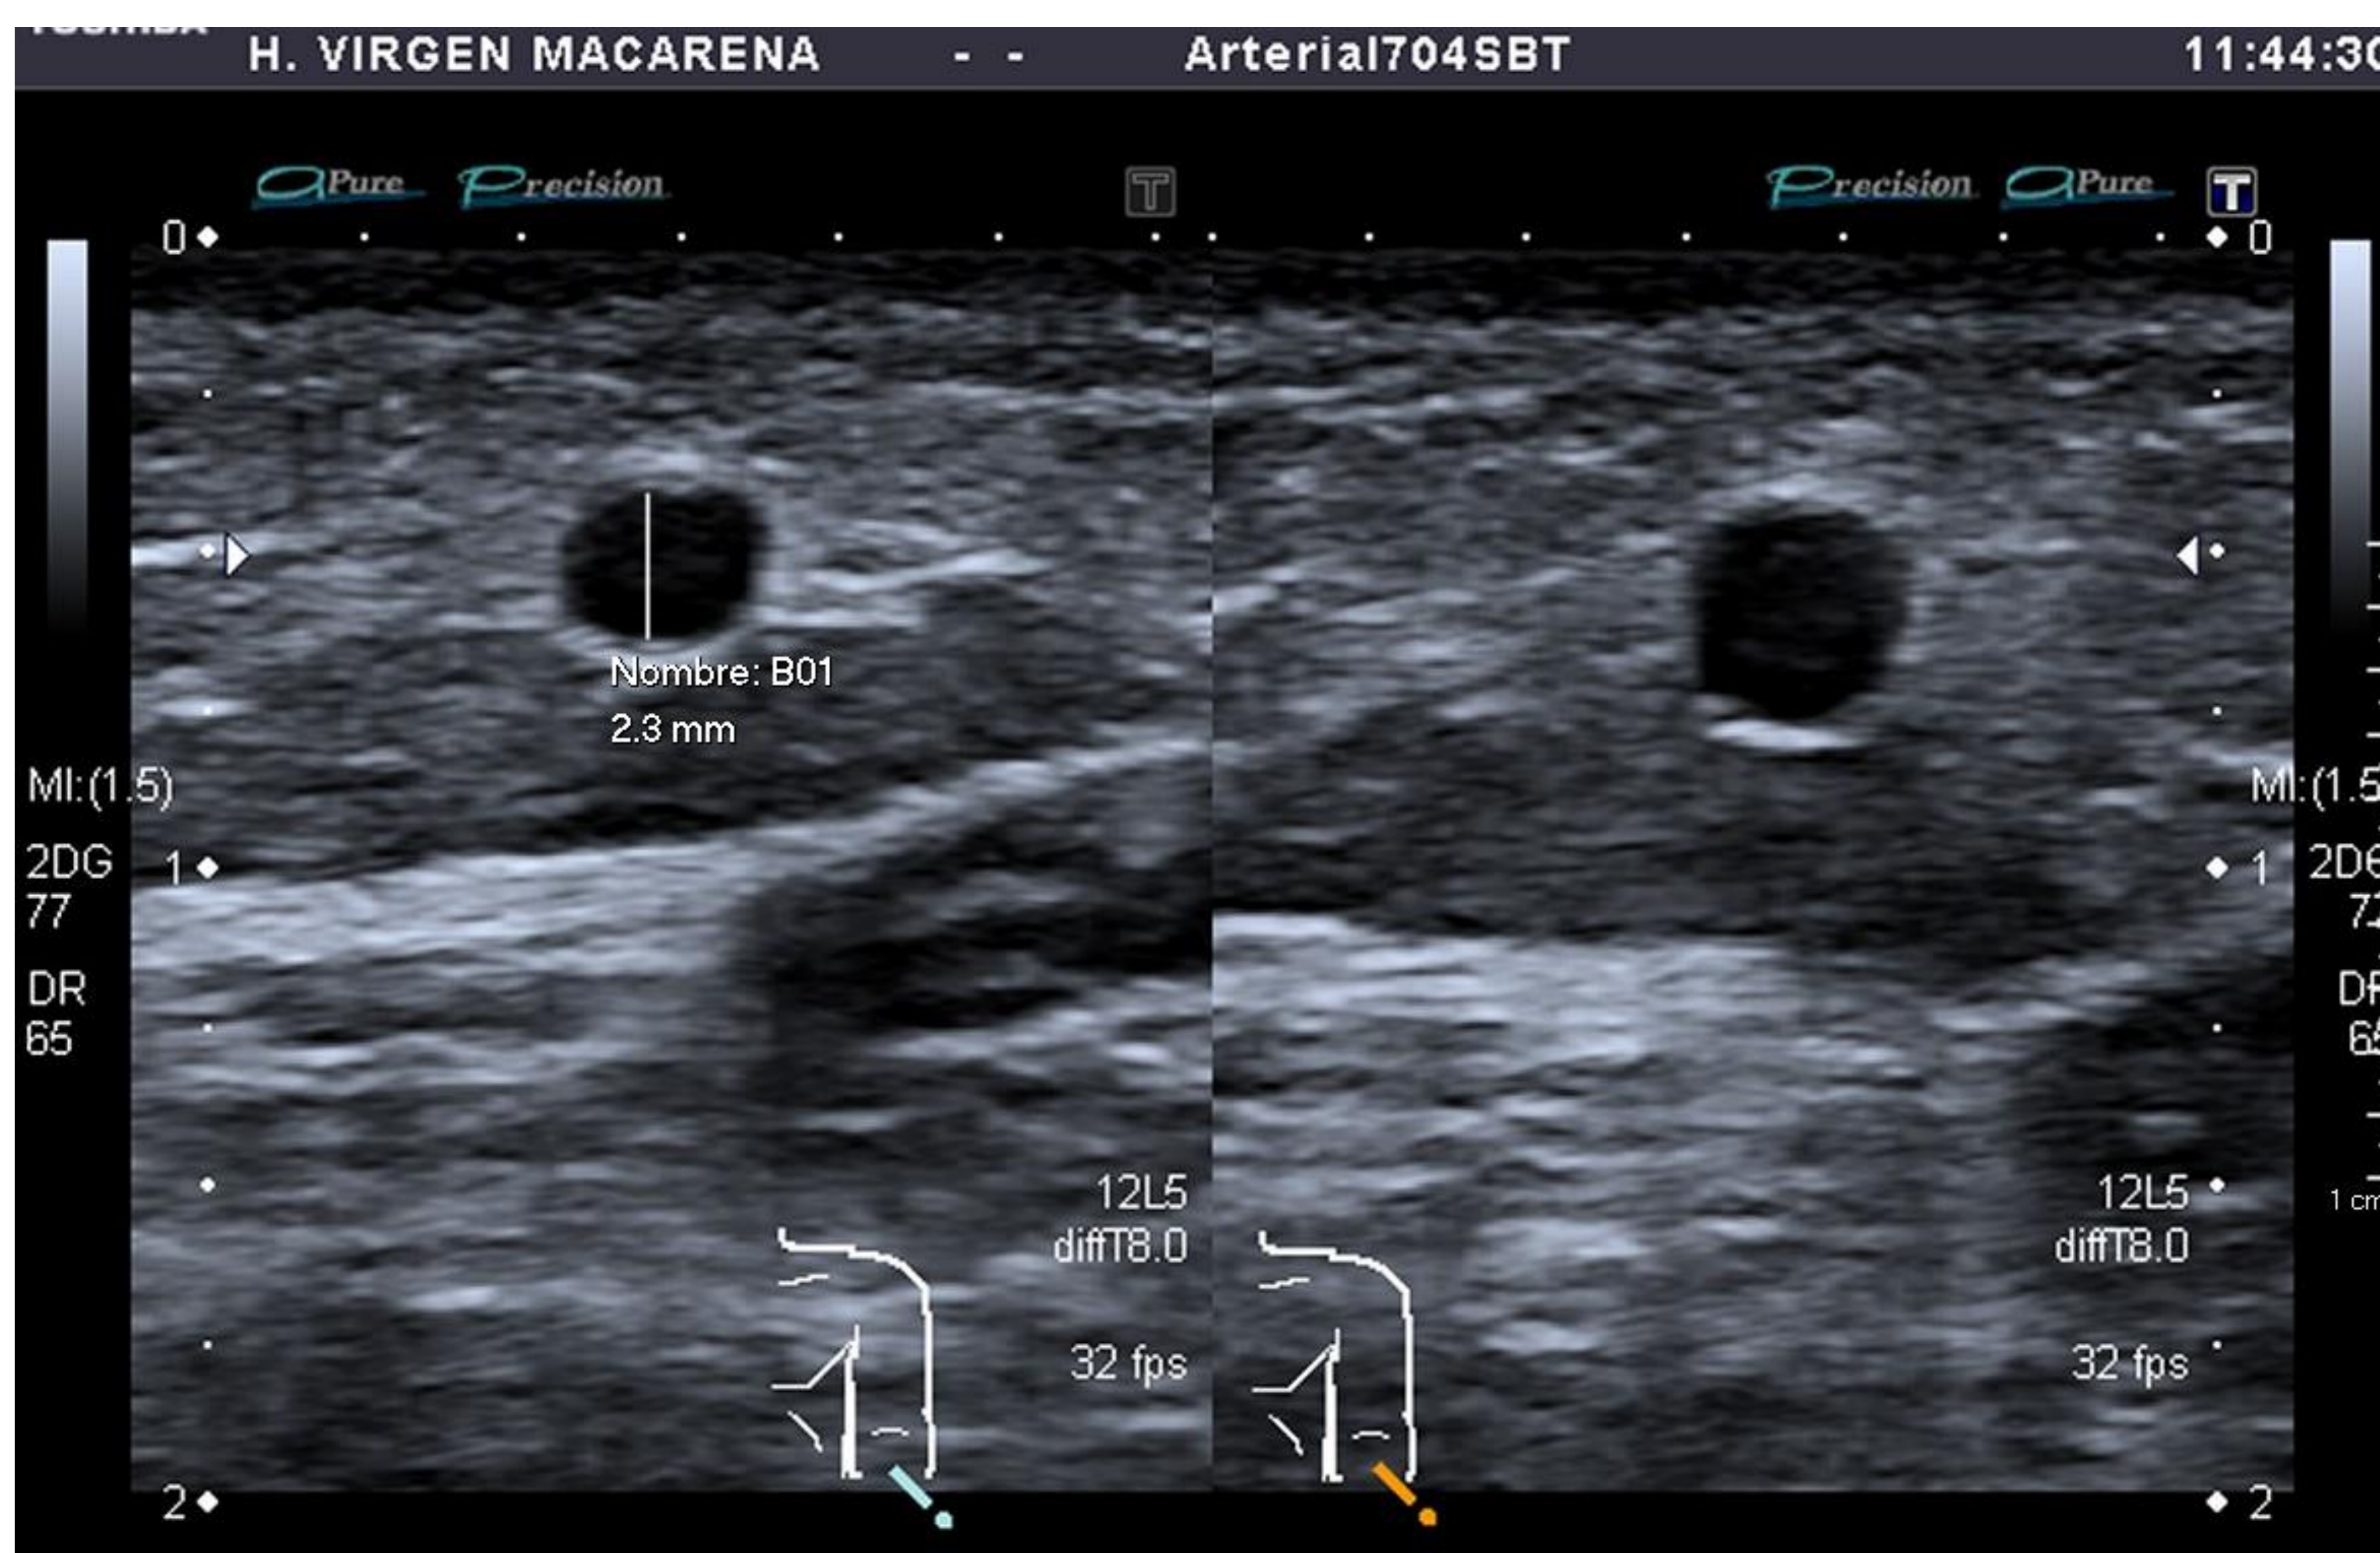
Imagen ecografía en modo B. Diámetro de vena cefálica (2.3 mm).
